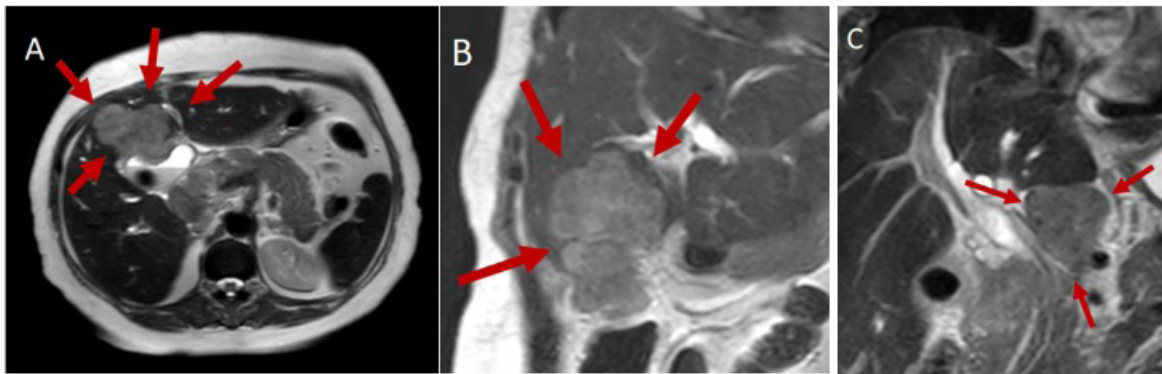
Resonancia magnética que muestra gran masa en la vesícula biliar con infiltración al hígado (A y B) y conglomerado ganglionar celíaco (C).
